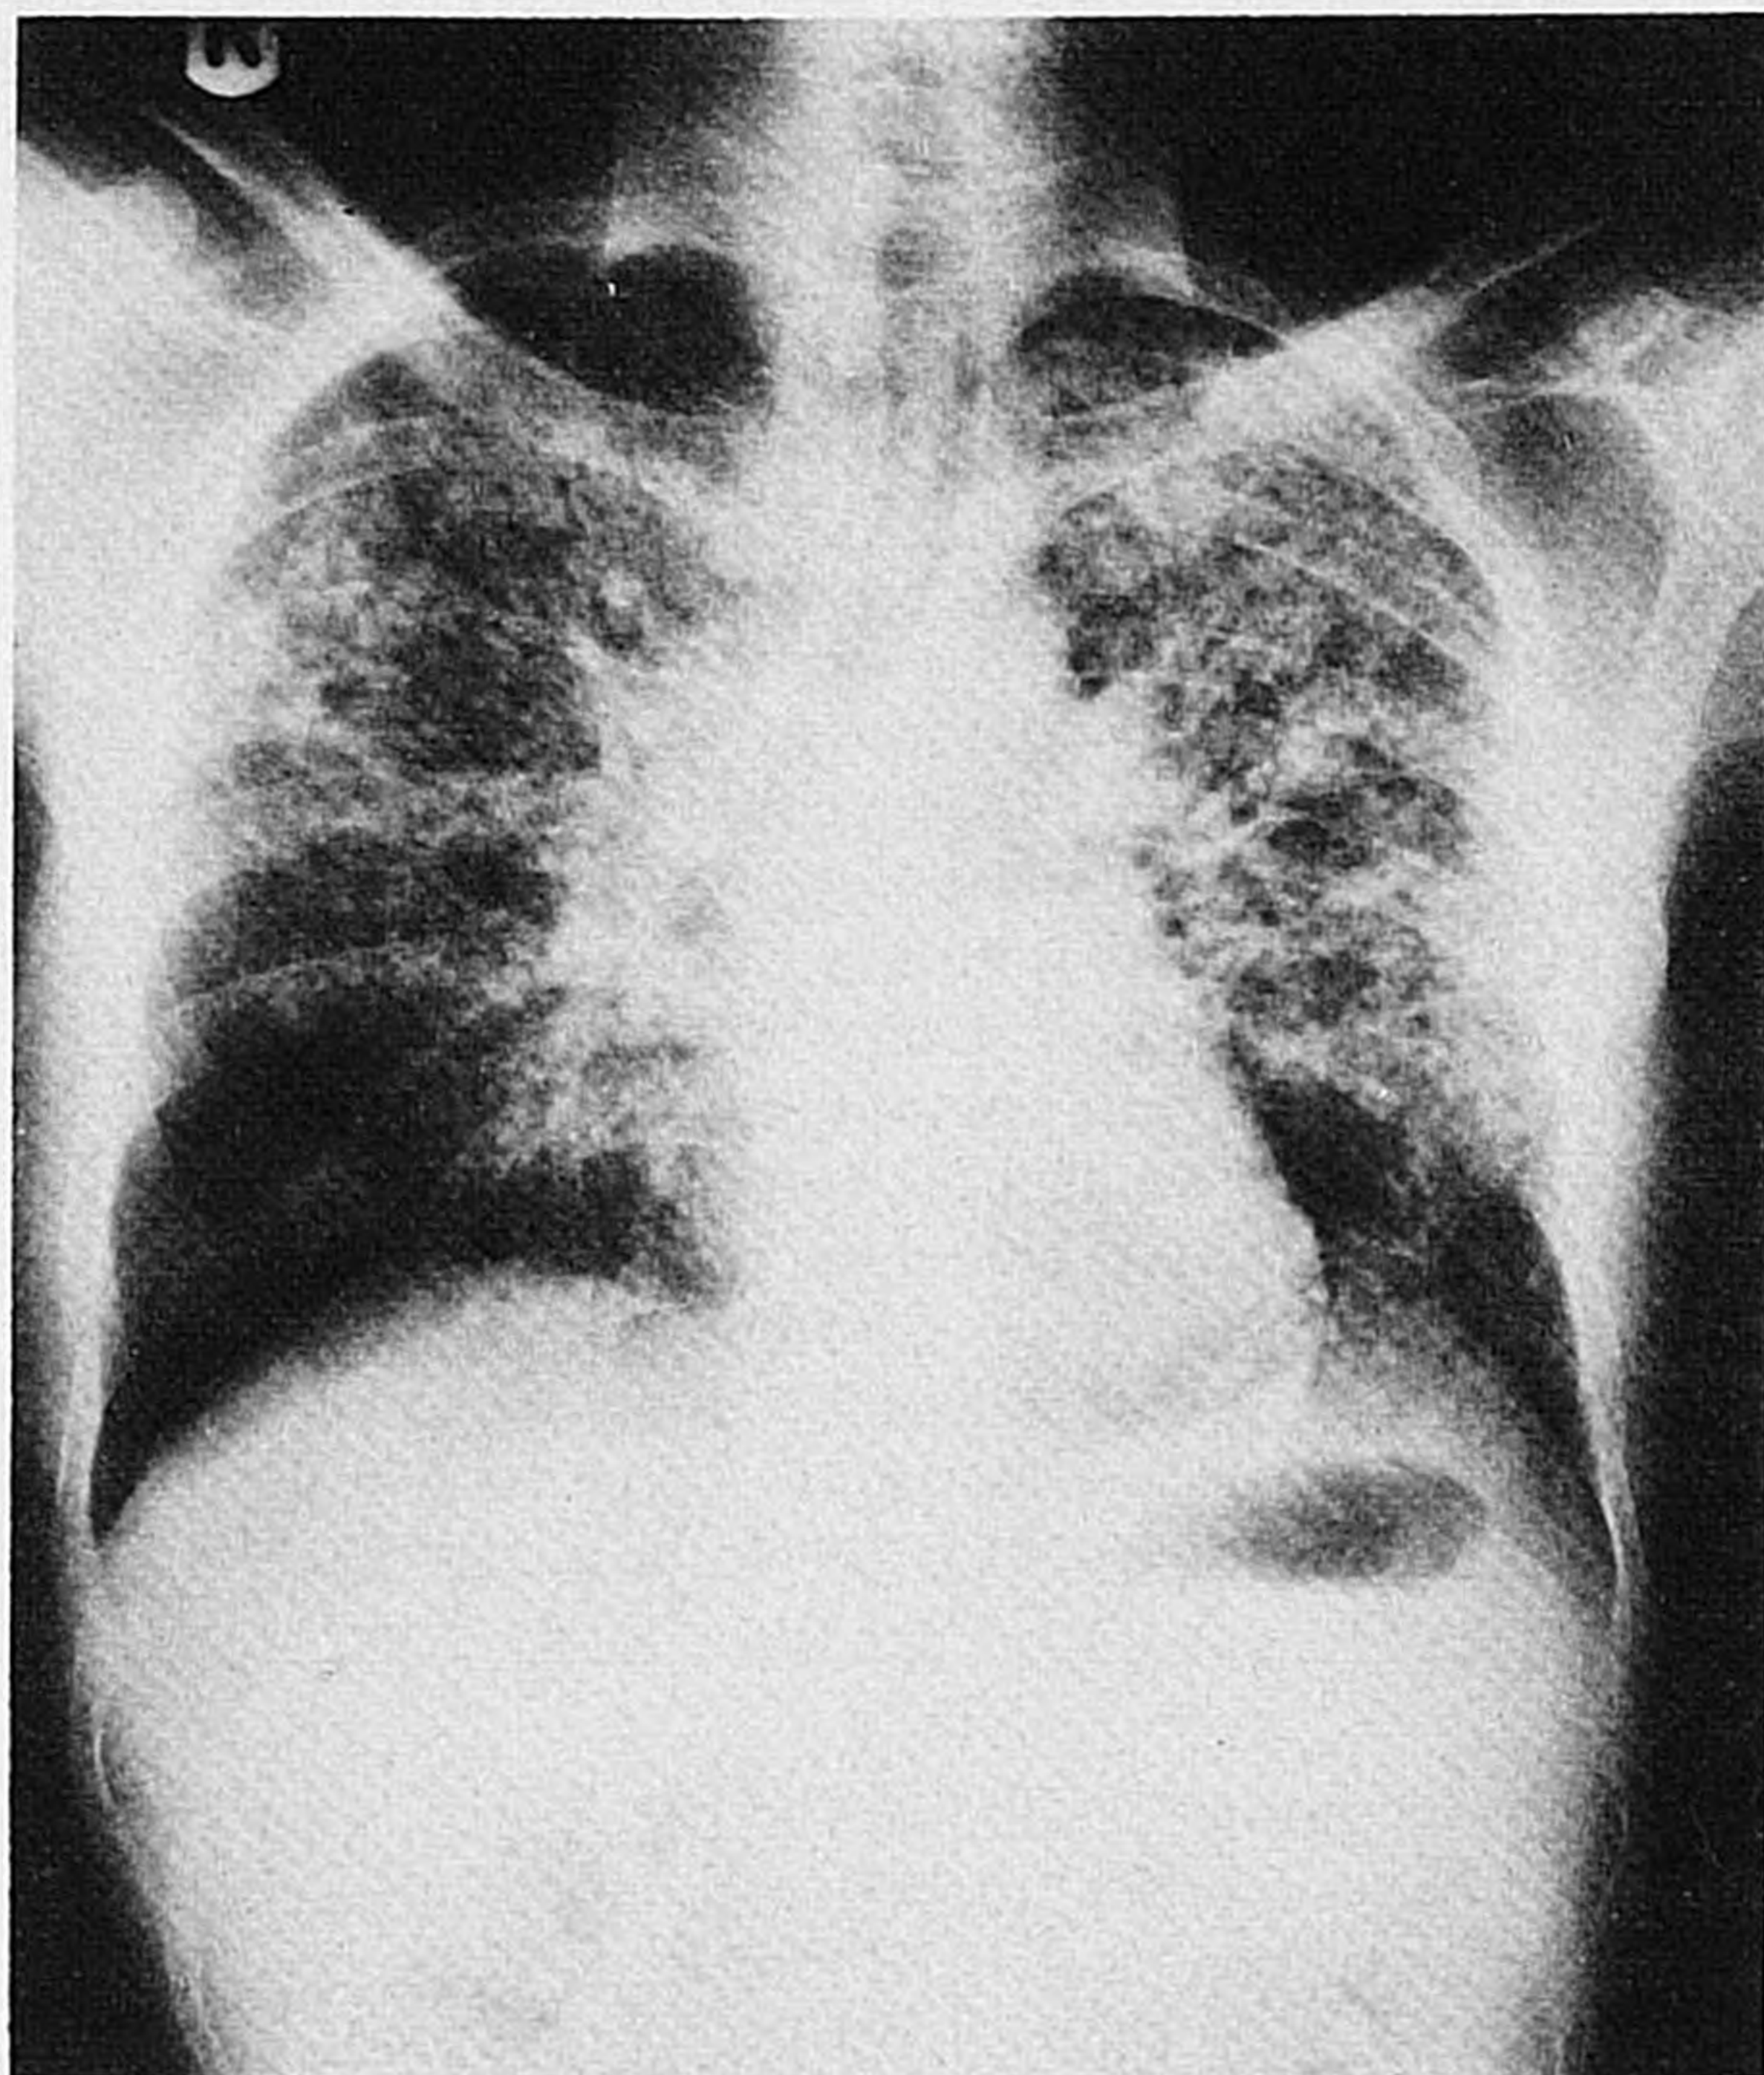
Röntgenfoto van de thorax bij opname in het Academisch Ziekenhuis Leiden. Beiderzijds een diffuus kleinvlekkig longbeeld.
